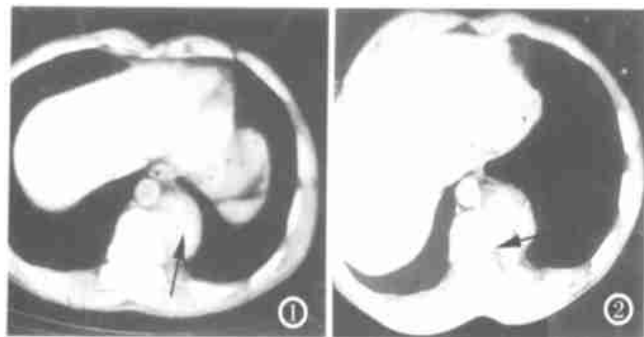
平扫所见, 后下纵隔左侧脊柱旁沟相当于胸₁₁椎平面见 4cm×6cm 团块状软组织影。图 2 CT 导向下穿刺达肿块 2/3 处, 负压抽吸涂片。
